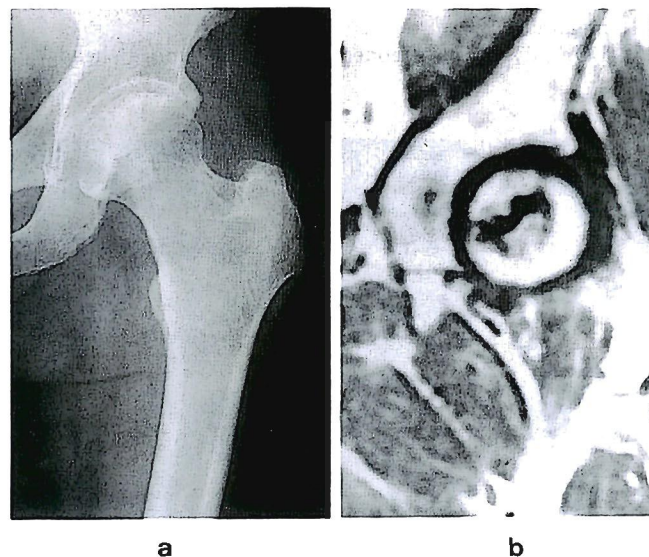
The case of type A3 lesion on roentgenogram and its MRI.
